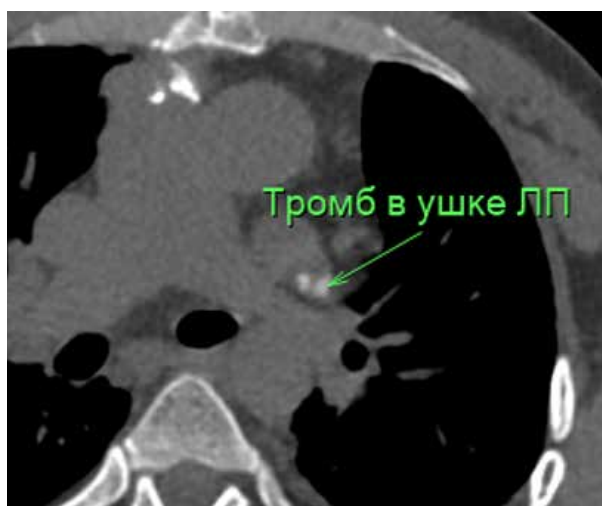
МСКТ в аксиальной проекции. Тромб в ушке левого предсердия с признаками частичной кальцификации.
